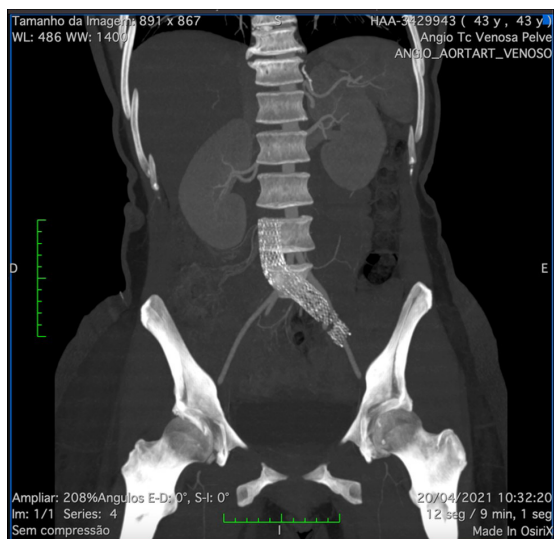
Angiotomografia computadorizada mostrando stent venoso em veias cava inferior e ilíaca comum esquerda.
